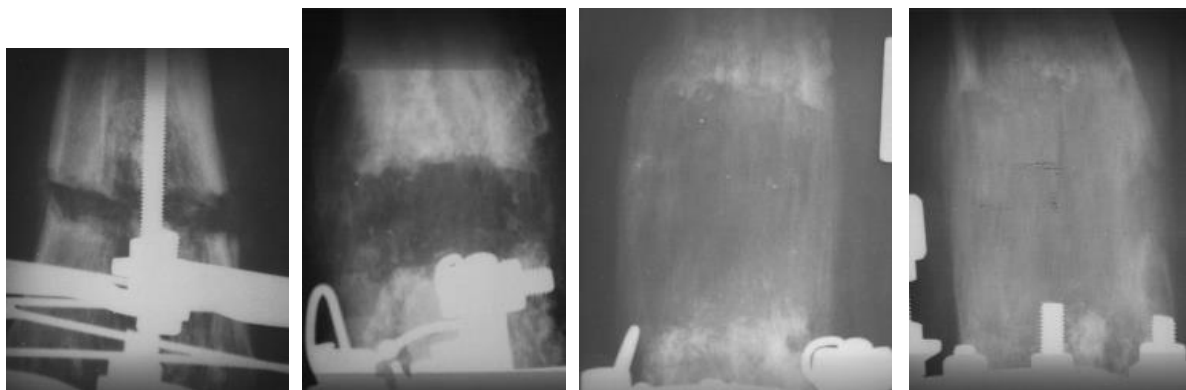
Рентгенологическая картина, отражающая изменения оптической плотности хондроматозной ткани в процессе удлинения пораженной бедренной кости. Выделены три зоны для компьютерного анализа изображений.
